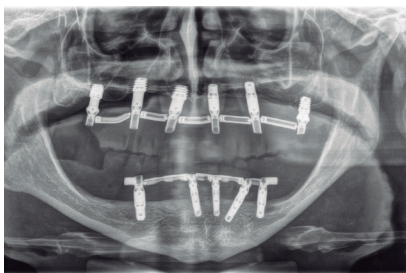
Radiografía posquirúrgica donde podemos ver como se han extraído los implantes afectados por periimplantitis, se han colocado todos los superiores y los dos distales mandibulares para reducir el voladizo de la prótesis, colocándose además en pocas horas una prótesis de carga progresiva inferior.
